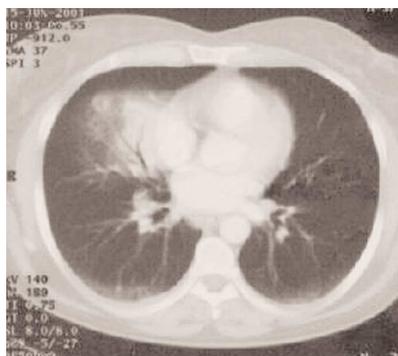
Tomografía computarizada torácica en la que se puede observar un infiltrado alveolar en el lóbulo medio, así como adenopatías mediastínicas.
